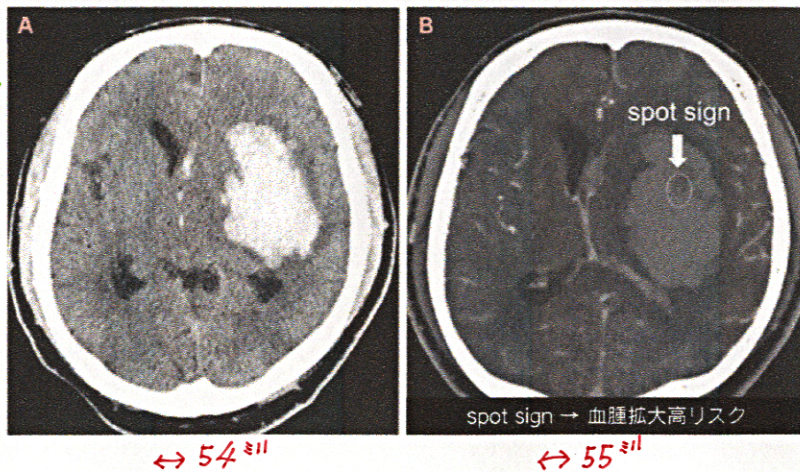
造影CTによりspot signを認めた脳出血の一例
